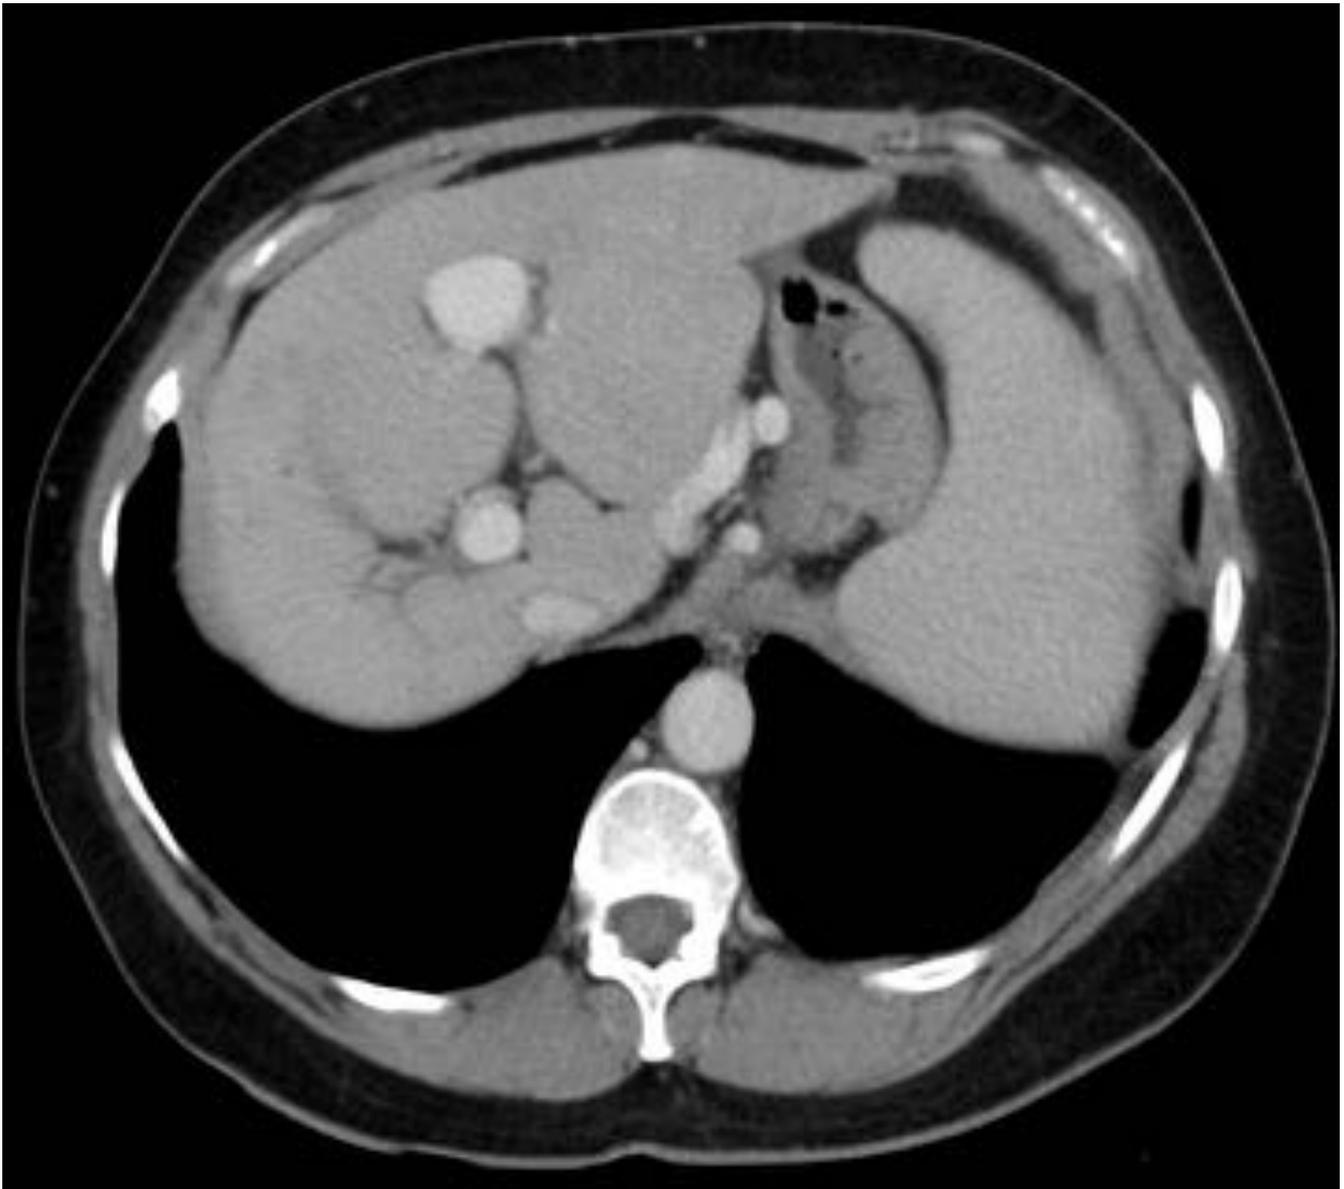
Imágenes un TAC con contraste. Trombosis crónica de la rama derecha de la porta con disminución de la luz de forma muy significativa.
